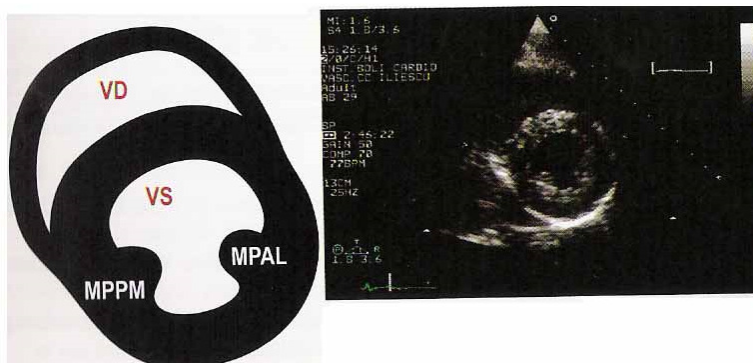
Secțiune în ax scurt parasternal la nivelul mușchilor papilari
